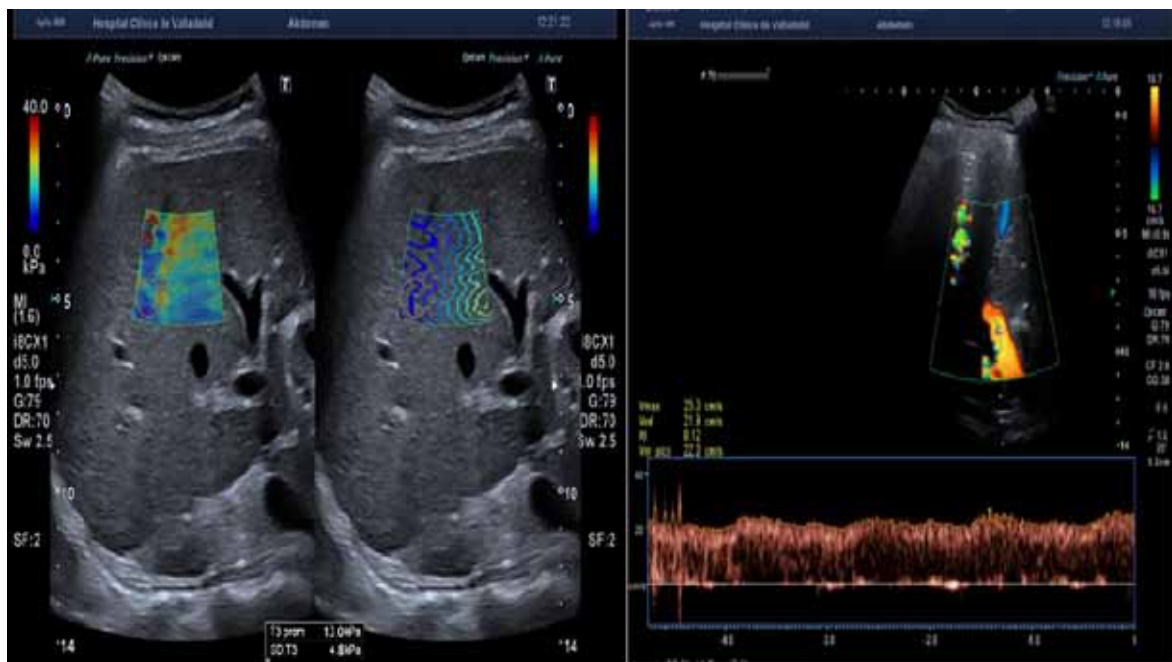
Doppler y Elastografía hepática: con permeabilidad portal. SWE 2m/s y rigidez 12.3Kpa
